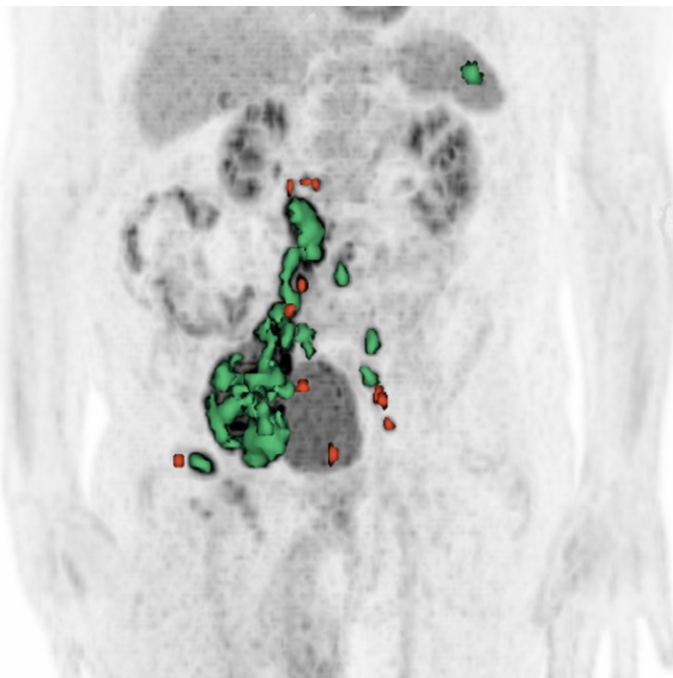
MIP in Ventralansicht, SUV-Skala: 0-10. Exemplarisch sind in grün alle dem PERCIST-Schwellwert und Mindestvolumen gerechten Läsionen dargestellt, während in rot tumorverdächtige Läsionen hinterlegt sind, welche nicht dem Mindestvolumen/dem PERCIST-Schwellwert gerecht werden. Nur die in grün hinterlegten Läsionen wurden in die Berechnung MTV miteinbezogen.
